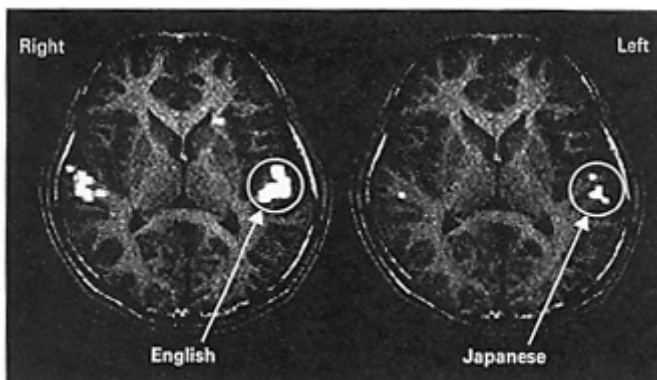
Functional Magnetic Resonance Image (fMRI) on a non-bilingual subject.
